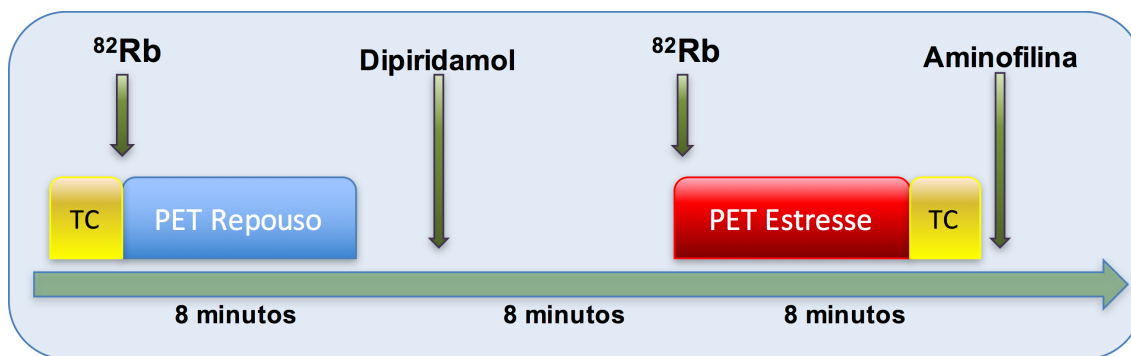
Protocolo de aquisição de imagens do PET⁸²Rb
